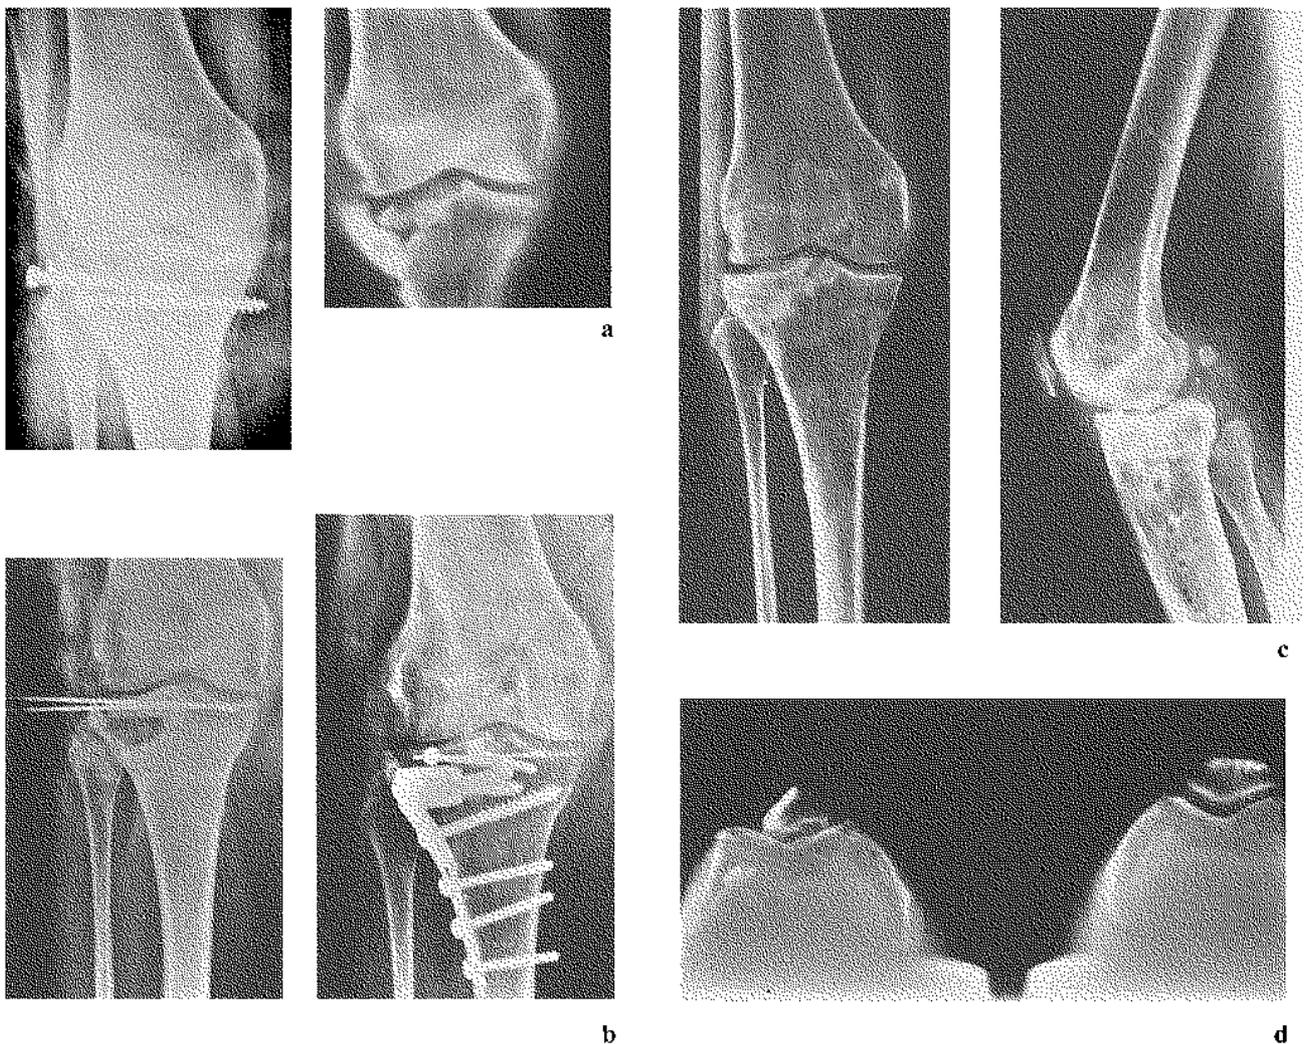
Cas n° 5 : Nécrose post-traumatique après fracture-enfoncement du plateau tibial externe gauche traité par relèvement et vissage à foyer fermé. A droite, tomographie de face après ablation du matériel. (a) Reconstruction du plateau par autogreffe rotulienne pédiculée et appuyée sur greffons
